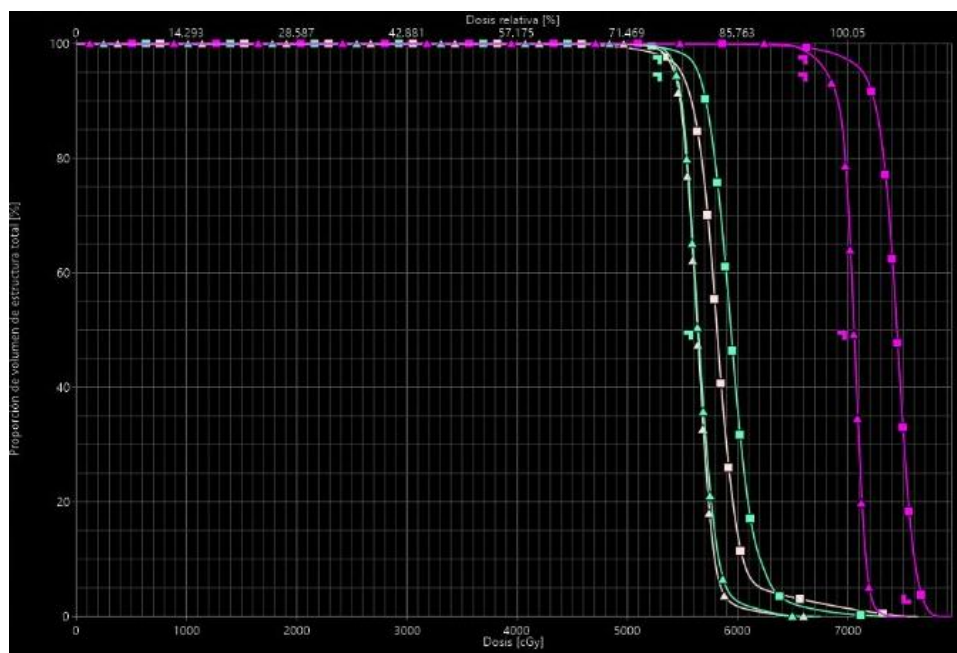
Comparación de las curvas DVH obtenidas para la planificación original y para el cálculo realizado sobre la anatomía del paciente 2 en el momento de la replanificación. Los distintos PTV se identifican por el color: PTV56d (rosa claro), PTV56i (verde) y PTV70 (morado). Los marcadores indican la modalidad del cálculo: CT (triángulos) e iCBCT con protocolo de cabeza (cuadrados).
